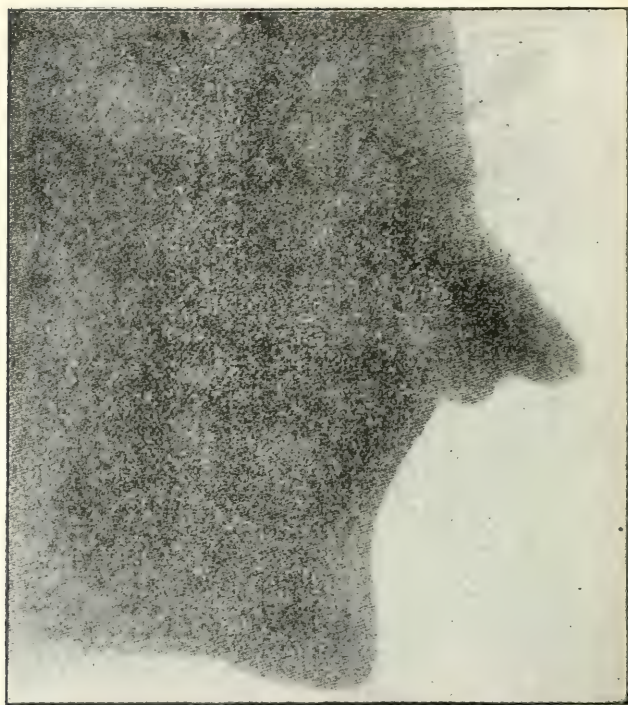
Radiographie d'un cas très prononcé de « protrusion supérieure » chez un adulte, due à une insuffisance de développement du naso-pharynx, aggravée ultérieurement par l'application des incisives inférieures en arrière des incisives supérieures. Cette disposition s'est produite après la chute de quelques dents de derrière.
